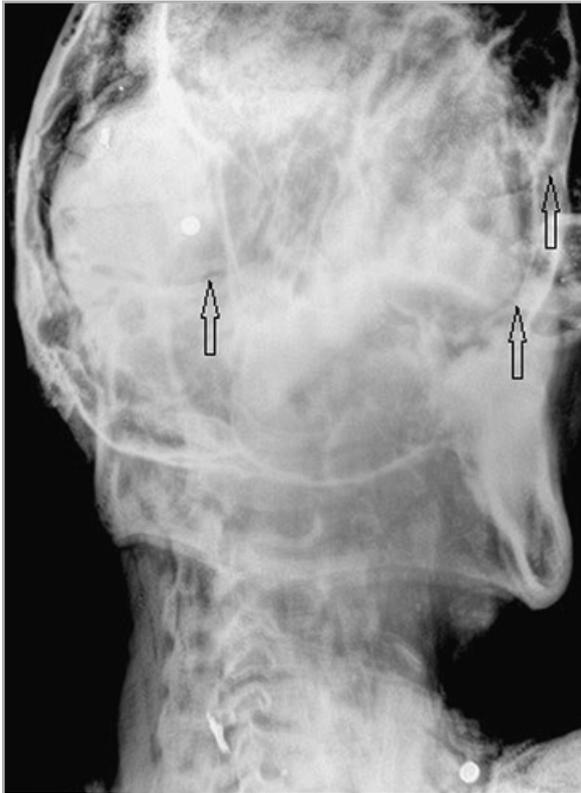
Рентгенограмма черепа, на которой визуализируются округлой формы ранящие снаряды, вызывающие массивные разрушения костей черепа (стрелки)
